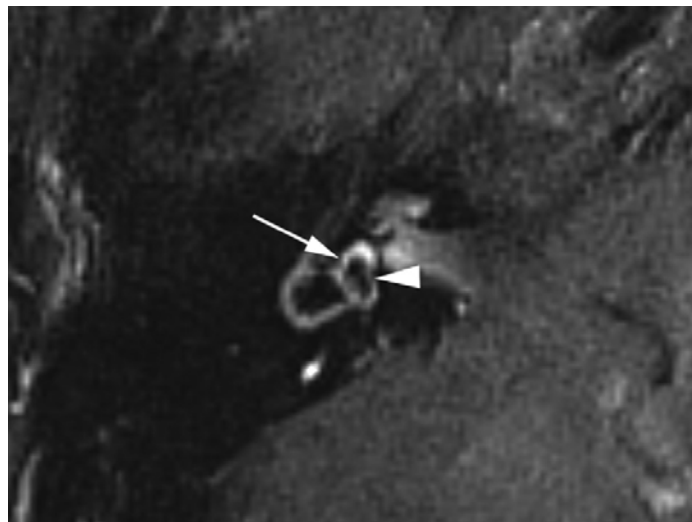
Une femme de 78 ans suivie pour maladie de Ménière définie confinée à l'oreille droite. Image 3D FLAIR recadrée en coupe axiale de l'oreille droite, 4 heures après administration intraveineuse d'une double dose de gadolinium, au niveau de la partie inférieure du vestibule. On note un élargissement du saccule et de l'utricule (tête de flèche), qui sont devenus confluents mais sont toujours entourés d'un rehaussement de contraste périlymphatique (flèche). Il s'agit d'un hydrops modéré.
